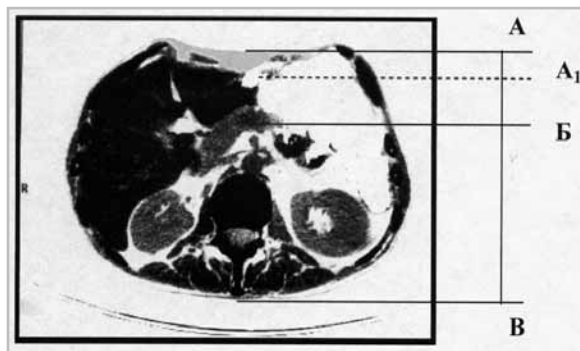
Расчет глубины залегания тела ПЖ по компьютерным томограммам брюшной полости: *АВ* – расстояние от поверхности живота до тела ПЖ; *ВВ* – расстояние от поверхности спины (стола) до тела ПЖ; *А,Б* – расстояние от передней брюшной стенки до тела ПЖ с учетом компрессионного сдавления тубусом рентгенотерапевтической трубки
